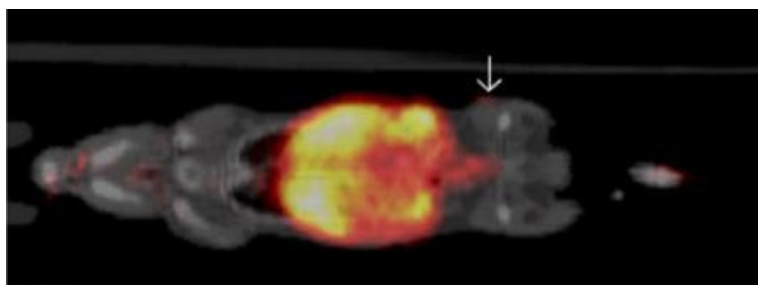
Snímek myši (CAnN.Cg-Foxn1nu/Crl)  $\mu$ SPECT/CT 48 h od aplikace hR3-NCS-DOTA-Lu-177
